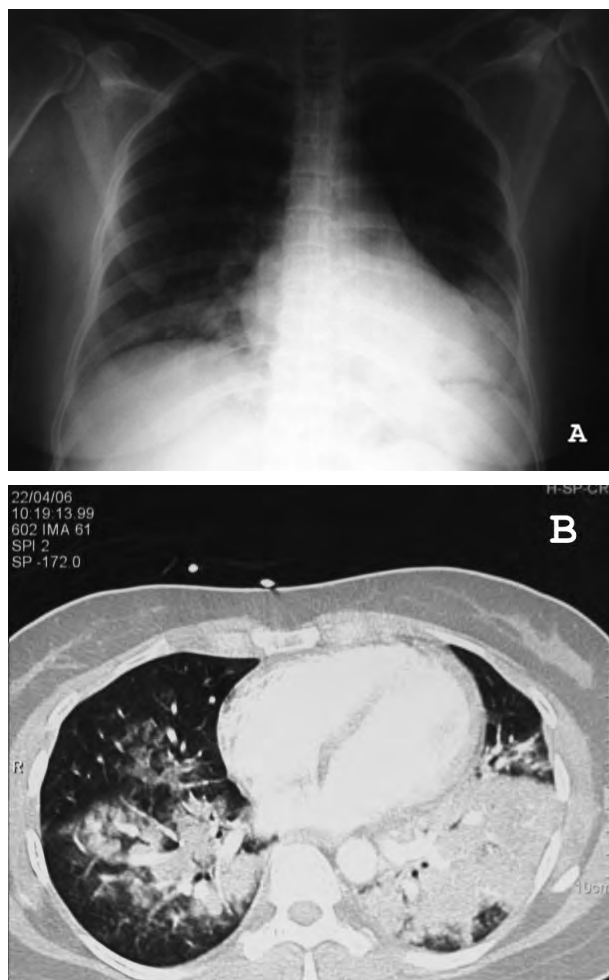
Radiografía (A) al ingreso y TC (B) al ingreso del primer caso.
